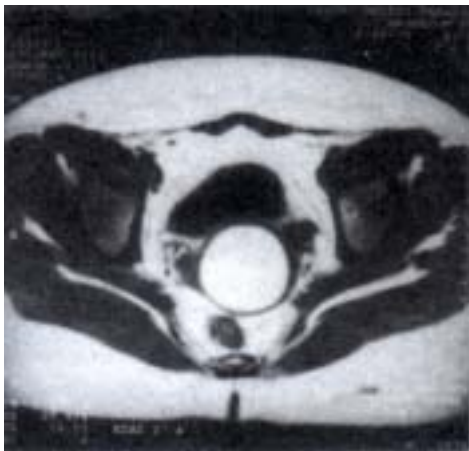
Resonancia magnética. Imagen axial ponderada T1, con líquido que por su brillo, indica presencia de sangre o alto contenido en proteínas.
